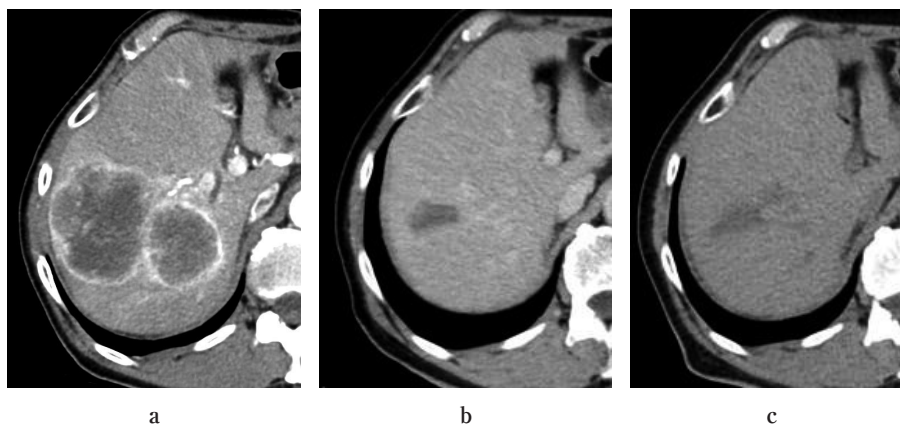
A 76-year-old male patient with mRCC: CT scan imaging shows multiple liver metastases, a) before commencing nivolumab therapy, b) at 9 months after commencing nivolumab therapy, and c) at 36 months after ending nivolumab therapy.
